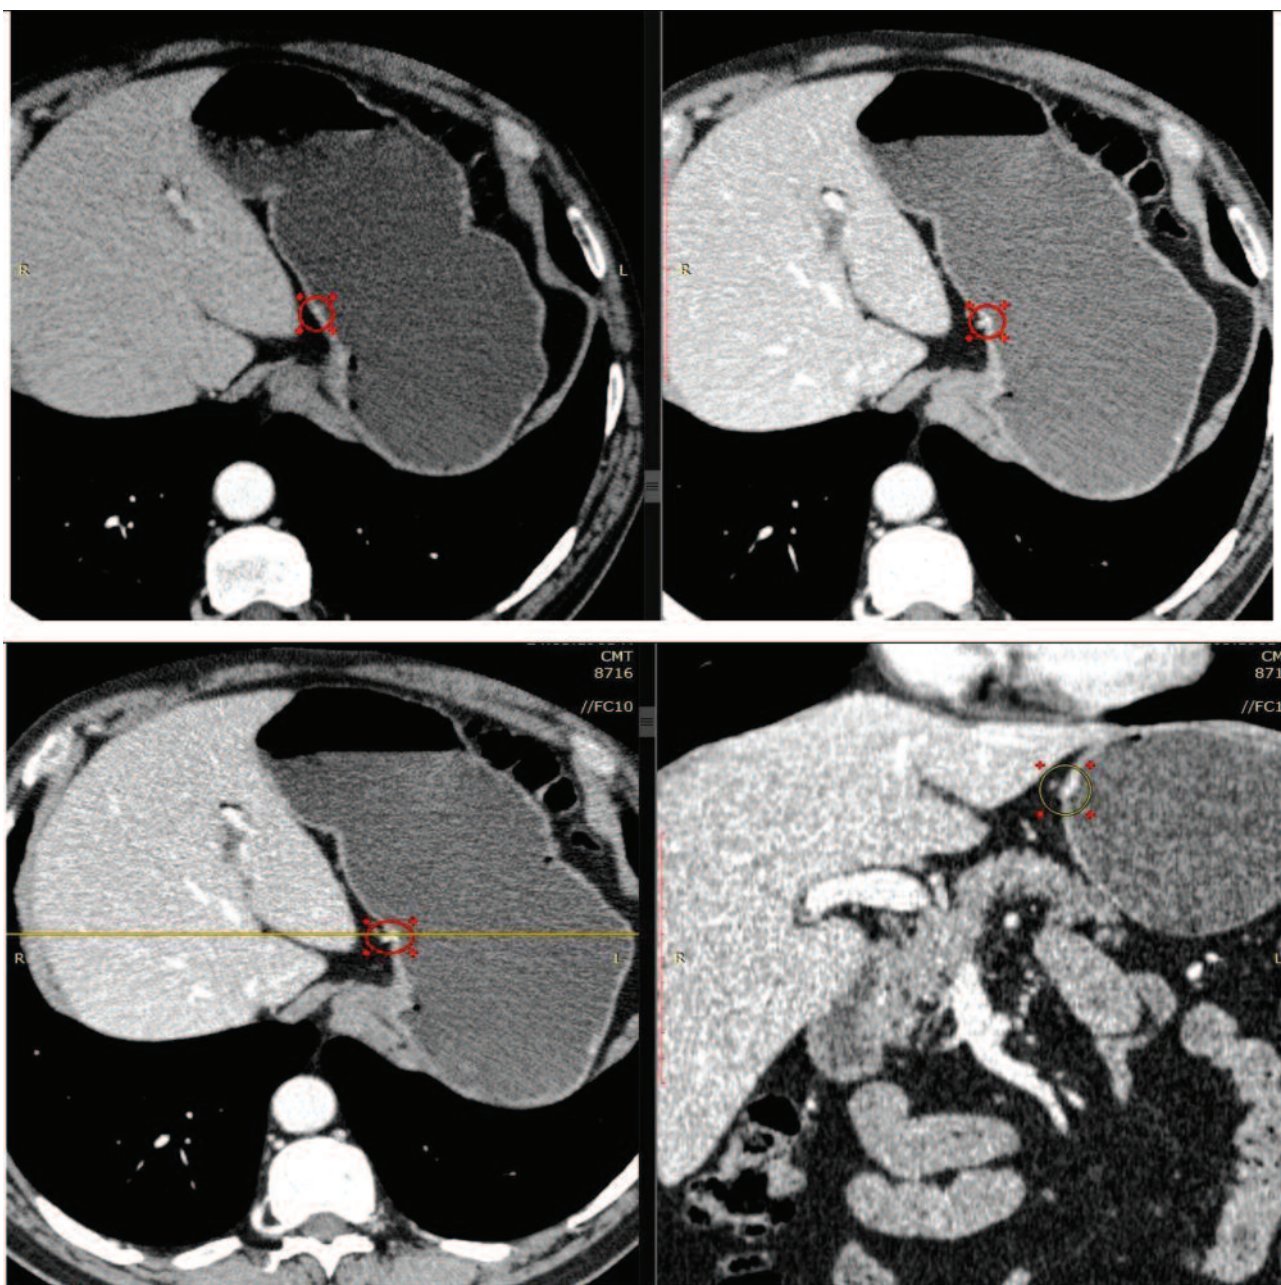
(а, б, в, г). На МСКТ-сканах у підслизовому шарі по задній стінці тіла шлунка визначається характер-ний симптом «bleeding point» (кровоточива точка)
